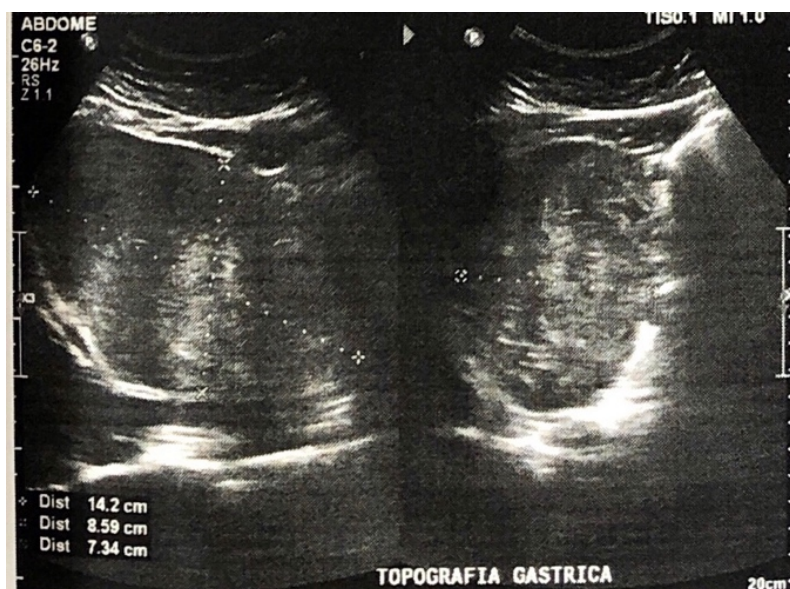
USG de abdome revelando imagem heterogênea, arredondada, bem definida, localizada em topografia gástrica, com hipótese diagnóstica de câmara gástrica repleta por conteúdo ou massa expansiva.
